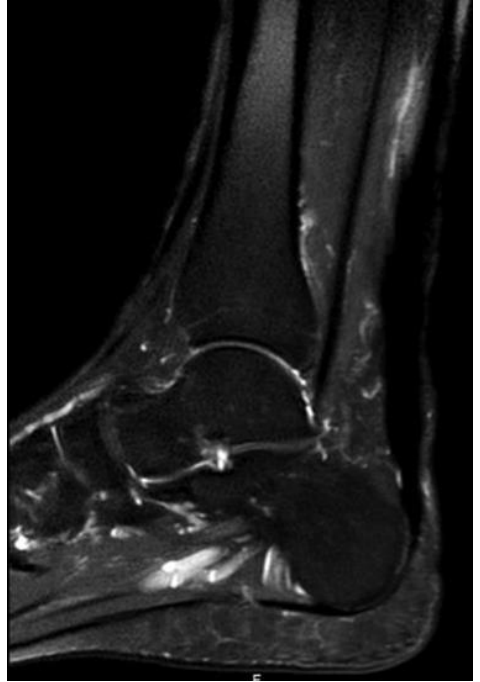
Imagen de RM tobillo corte axial en secuencia STIR. Perdida de la concavidad anterior del TA en su sector distal, asociado a cambios de la señal (hiperintensidad) intrasustancia de sus fibras profundas, sugiere rotura intrasustancia.
